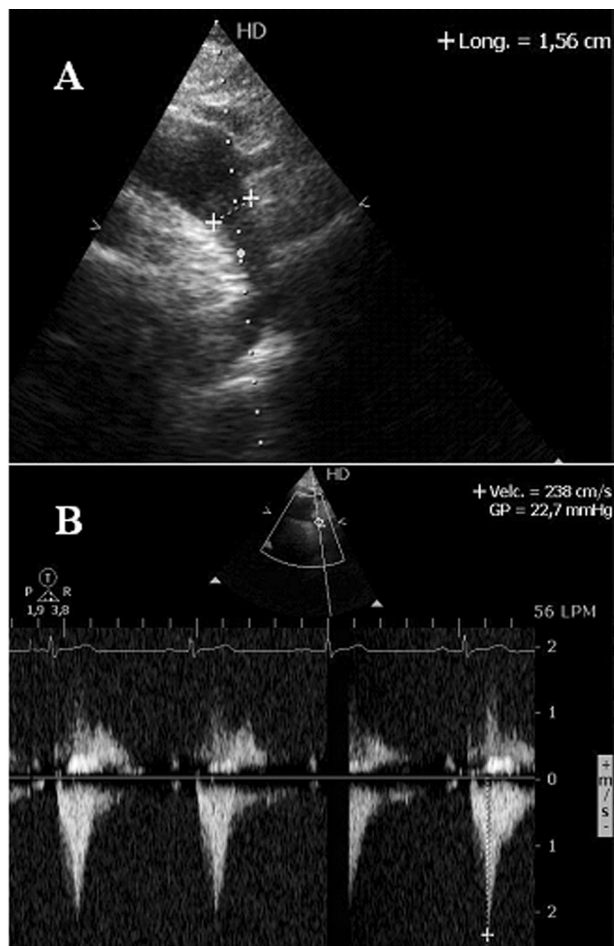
Ecocardiograma transtorácico. A. Plano supraesternal en el que se visualizan el cayado y la aorta torácica descendente; muestra cambio de diámetro evidente y tras la salida de troncos supraaórticos presenta estrechamiento justo antes del inicio de la aorta torácica descendente (diámetro a dicho nivel de 15,6 mm). B. Plano supraesternal con Doppler continuo al inicio de la aorta torácica descendente; presenta aceleración telesistólica del flujo a ese nivel pero sin gradiente significativo.
